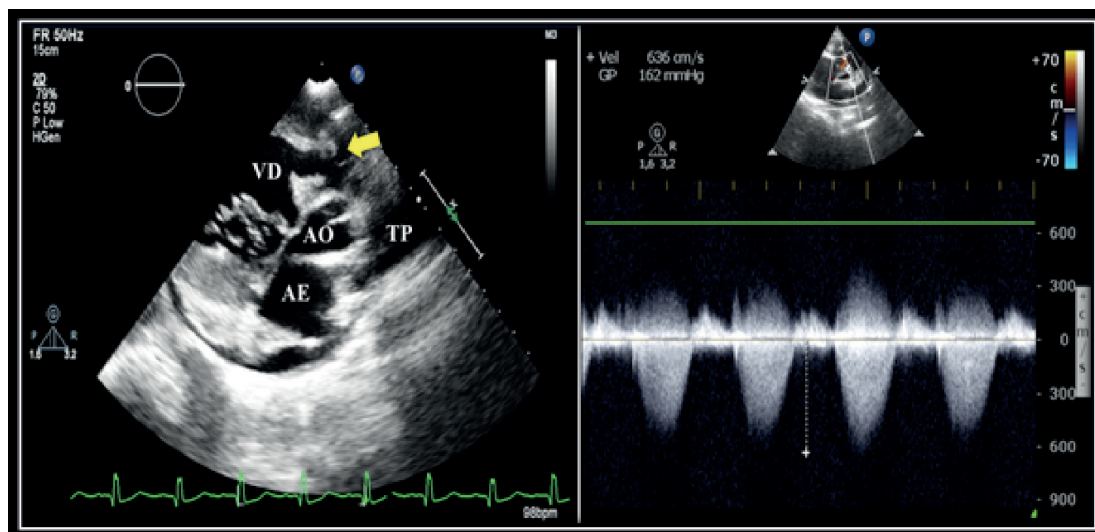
Pré-operatório. Ecocardiografia transtorácica bidimensional com Doppler de onda contínua por janela paraesternal eixo curto mostrando hipertrofia do ventrículo direito (VD) (esquerda) e gradiente pressórico máximo entre via de saída do VD e tronco pulmonar (TP) de 162 mmHg (direita). AE: átrio esquerdo; AO: aorta.
